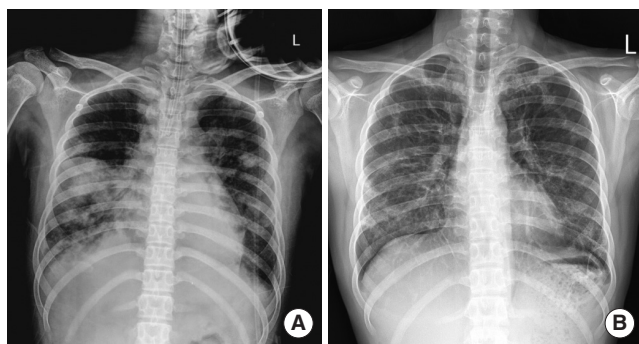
Chest X-ray findings of case 2. (A) Initial chest radiograph shows diffuse pneumonic consolidation in right middle lung field and diffuse patchy consolidation in both lung fields. (B) Follow-up chest X-ray shows much improved after 19 days of treatment.
